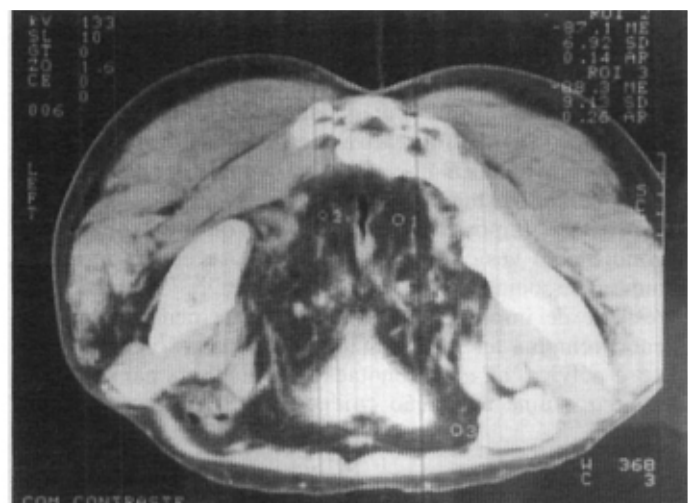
Tomografia computadorizada, mostrando abundância de tecido adiposo pélvico com deformidade vesical e do sigmóide.
